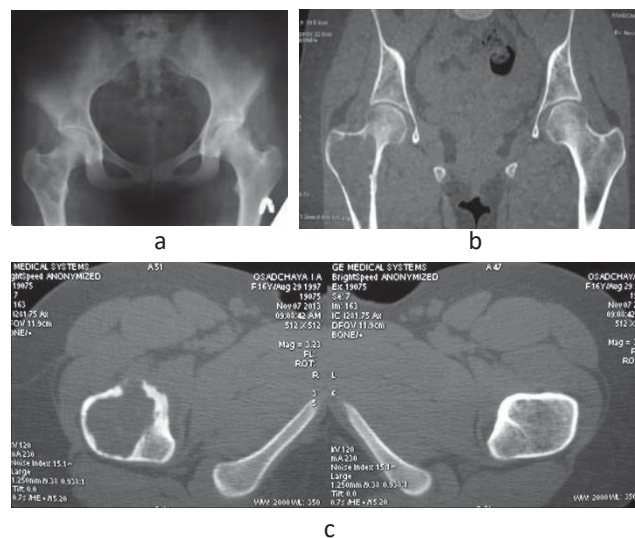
Рентгенограма в прямій задній проекції (а) та КТ-скани (b; c) хворого О., 16 років, спост. №48 (іст. хв. 514688) з витонченням та втратою цілісності кортикального шару кістки при ураженні проксимального відділу стегнової кістки ФД
